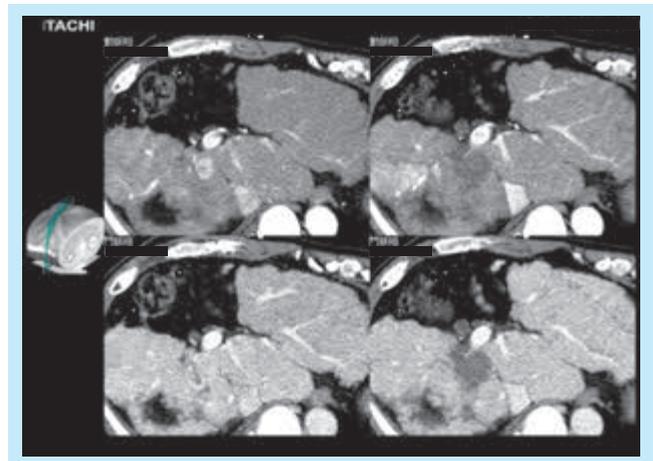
a：肝門部の肝細胞癌に対するRFA前後のCTを用いたMulti-window Real-time Virtual Sonography¹⁰⁾ 左上が治療前の動脈相、右上が治療後の動脈相、左下が治療前の門脈相、右下が治療後の門脈相。ファントム上でプローブを動かし、まるで肋弓下走査をしているような画像が描出されている。(参考文献10より転載)
